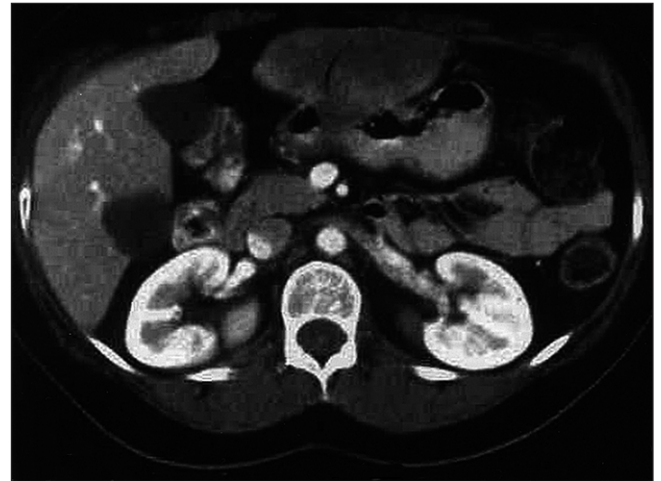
Case 1 CT scan after 10 months of treatment.
